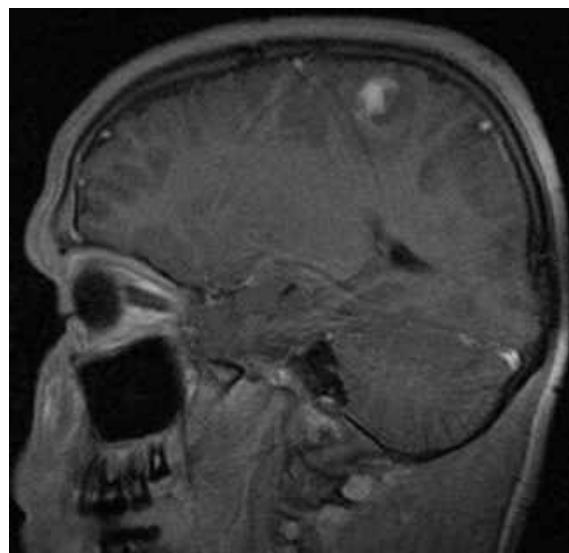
МРТ головного мозку (Т1 ЗЗ, сагітальний зріз). Ознаки крововиливу в лівій тім'яній частці (спостереження №40, хворий Б-к, №877).
